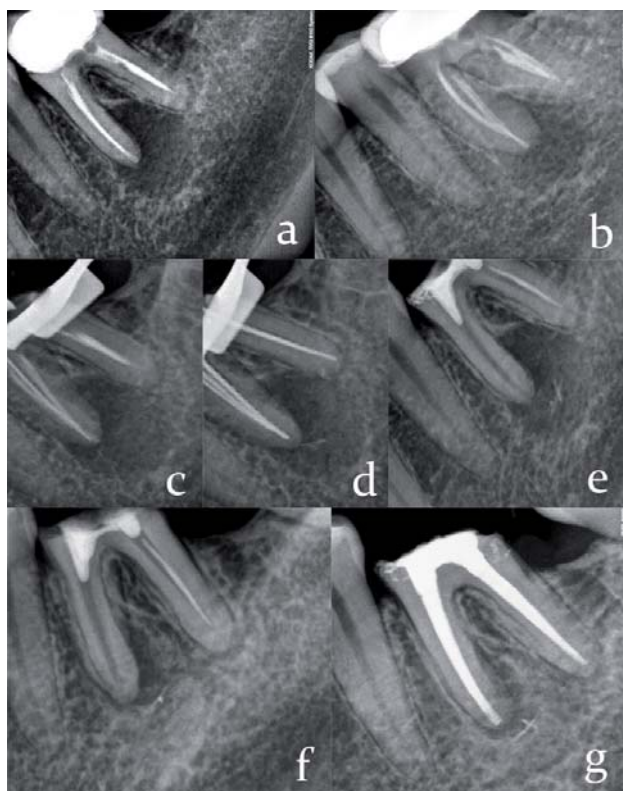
Retratamiento endodóntico de un M1 inferior con una periodontitis apical crónica en la raíz mesial. a) Radiografía inicial. b) Radiografía inicial mesializada, donde podemos apreciar un aparentemente correcto tratamiento previo de los conductos principales en la raíz mesial. c) Localización de un conducto mesio central. d) Eliminación de gutapercha y conductometría de los 4 conductos principales. En la raíz mesial, podemos apreciar 3 conductos que comparten un mismo foramen apical. En la raíz distal, hay un único conducto con forma acintada. e) Radiografía final de la primera cita, con colocación de hidróxido de Calcio y restauración provisional de IRM. f) Por motivos personales, la paciente no acudió a la cita programada 15 días después, para terminar el tratamiento. 6 meses después, vuelve a la consulta, y en la radiografía podemos apreciar una curación casi completa de la periodontitis apical previa. g) Retratamiento finalizado
